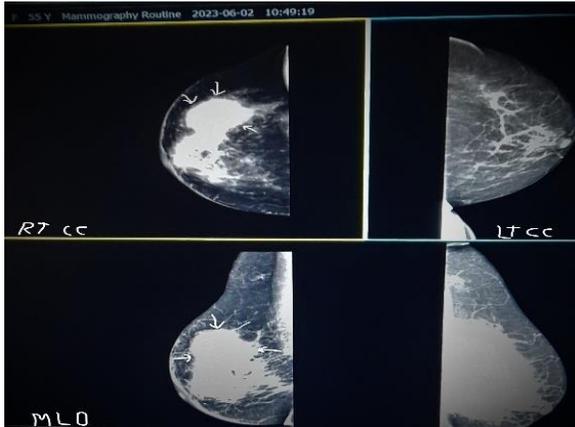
Mamografía Digital -X-ray Vistas CC/MLO
